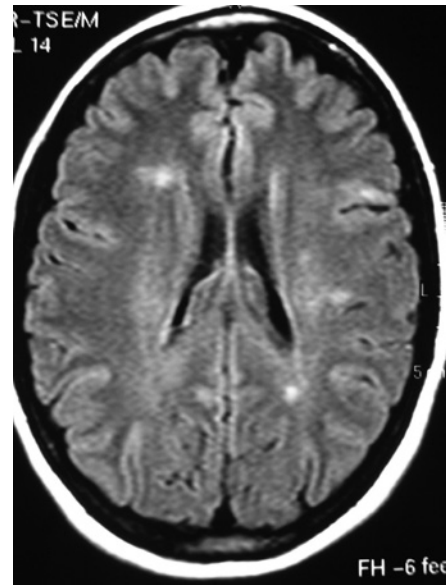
Ressonância magnética (FLAIR) revelando anormalidades múltiplas em substância branca no córtico-subcortical na região frontal
